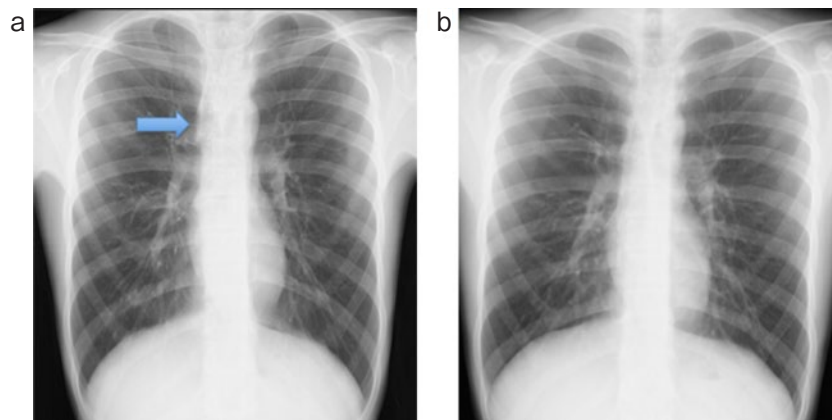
胸部X線写真。(a) 初診時. 上縦隔の拡大を認める。(2) 術後. 術前に認められていた上縦隔の陰影は消失している。
